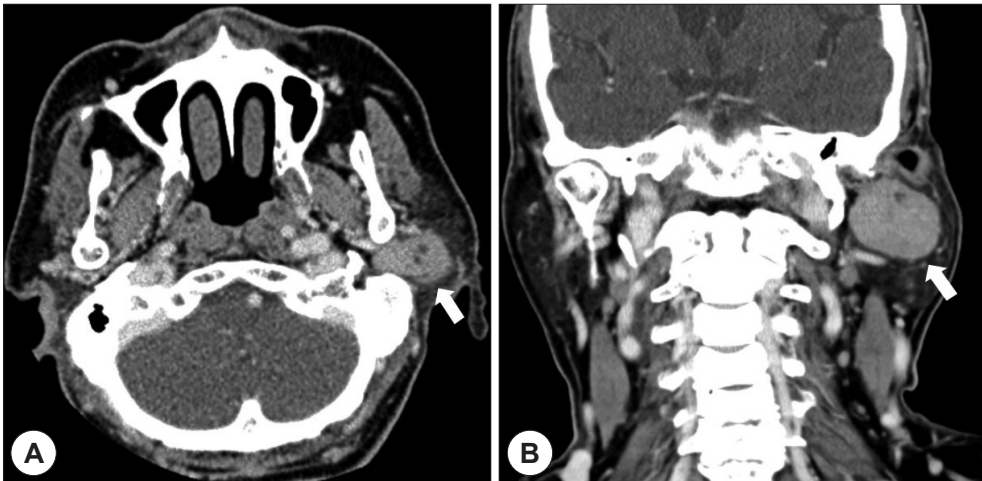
Initial enhanced CT scan of axial (A) and coronal (B) image shows the 3.3×2.0 cm sized relatively well defined mass with strong enhancement in left parotid gland (white arrow).
